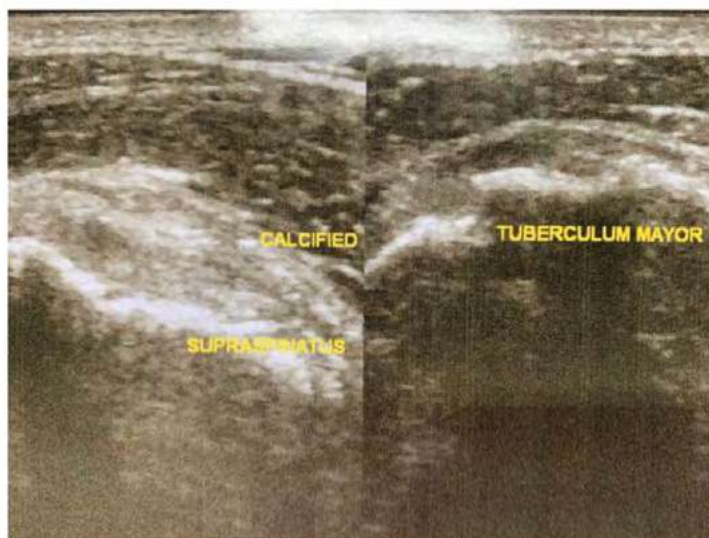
Ultrasound of the second case showed calcified tendinosis of supraspinatus muscle. The pain improved after 2 weeks treatment with paracetamol and predimanol.
